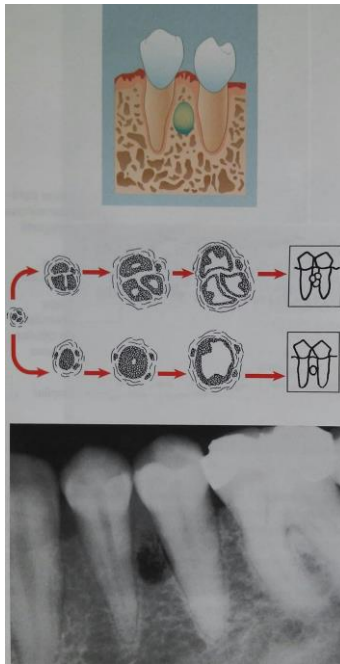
Quiste Periodontal Lateral. Quiste periodontal lateral uni y poliústico (botrioste), desarrollados a partir de restos de la lámina dental guiado con flechas rojas y con sus respectivas ilustraciones de radiografías respectivamente. Radiografía de una pequeña lesión en el área premolar – canina. *Imagen extraída del libro de Patología oral y maxilofacial contemporánea. 2da Edición. Elsevier Mosby, Página 58.*
